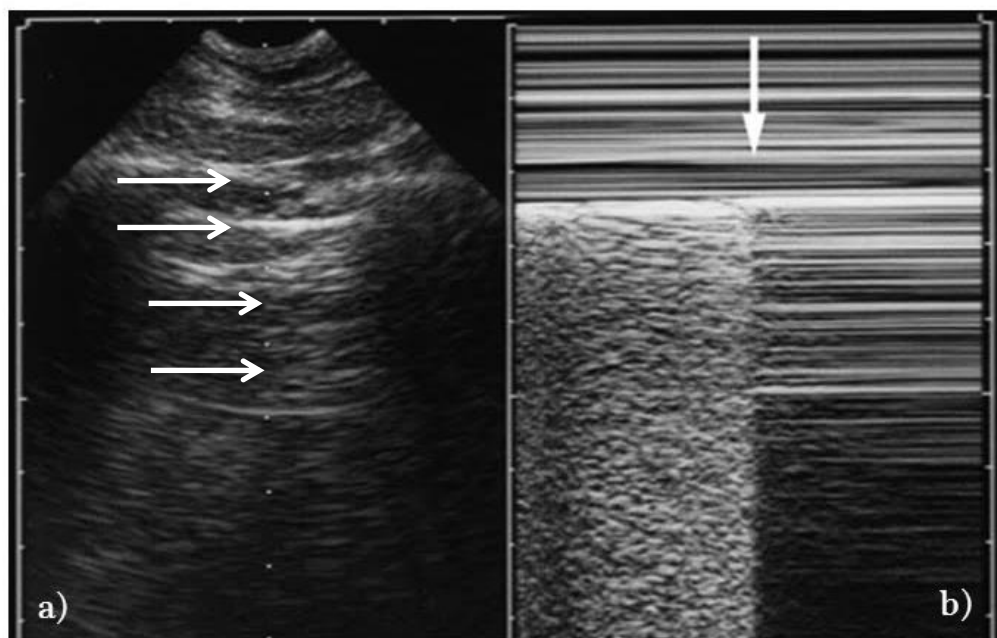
Imagen de ultrasonido pulmonar, demostrando la presencia de líneas A (flechas).
